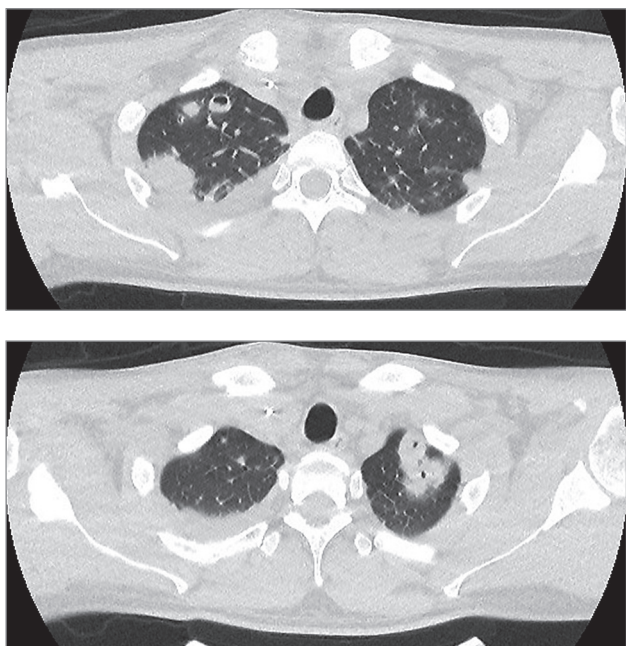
Компьютерная томография органов грудной клетки пациента с инфекционным эндокардитом трикуспидального клапана и бактериемией, вызванной *Staphylococcus aureus*
